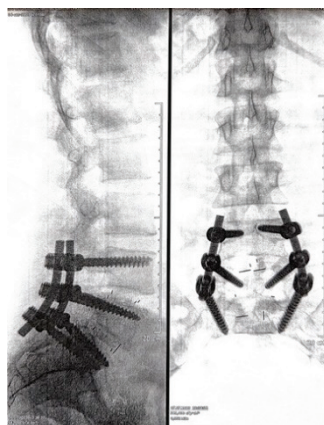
№2. Рентгенограмма пояснично-крестцового отдела позвоночника в боковой и прямой проекции после операции
